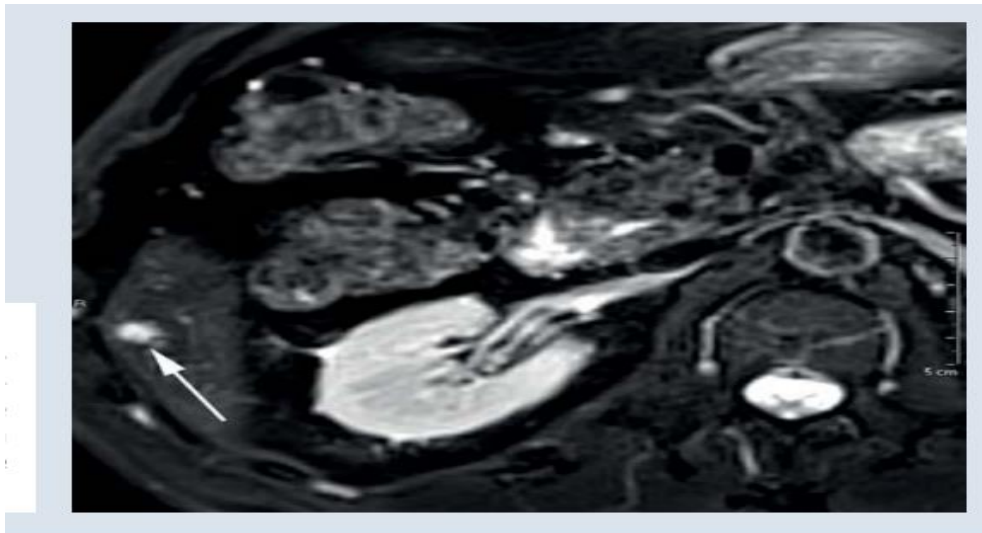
IRM en séquence T2 :
